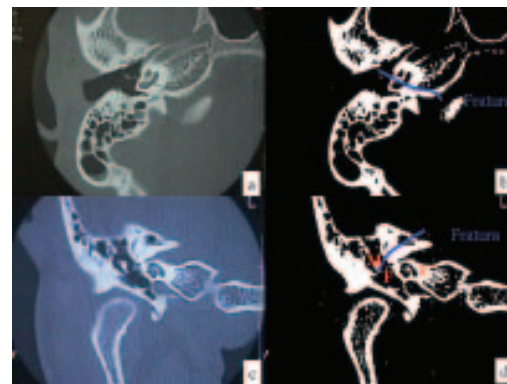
Tomografia computadorizada em corte axial (a e b) e coronal (c e d) de osso temporal com fratura mista e componente transversa mais importante. V= vestíbulo, C= cóclea, MAI= meato acústico interno e M=mastóide.
